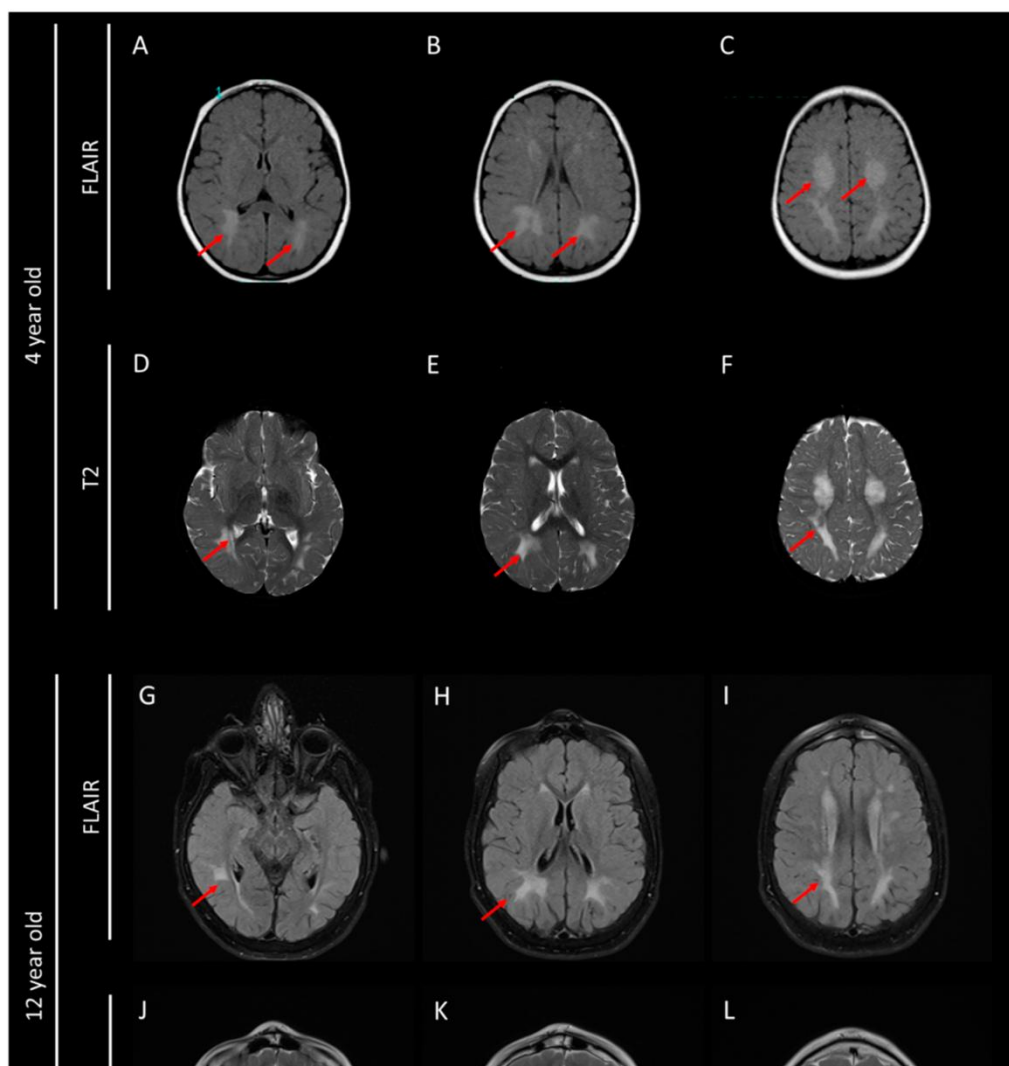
Результаты МРТ-сканирования мозга в возрасте 4 и 12 лет с использованием последовательностей FLAIR (А–С, G–I) и T2 (D–F, J–L). Красными стрелками указаны диффузные изменения белого вещества, связанные с гипомиелинизацией.
